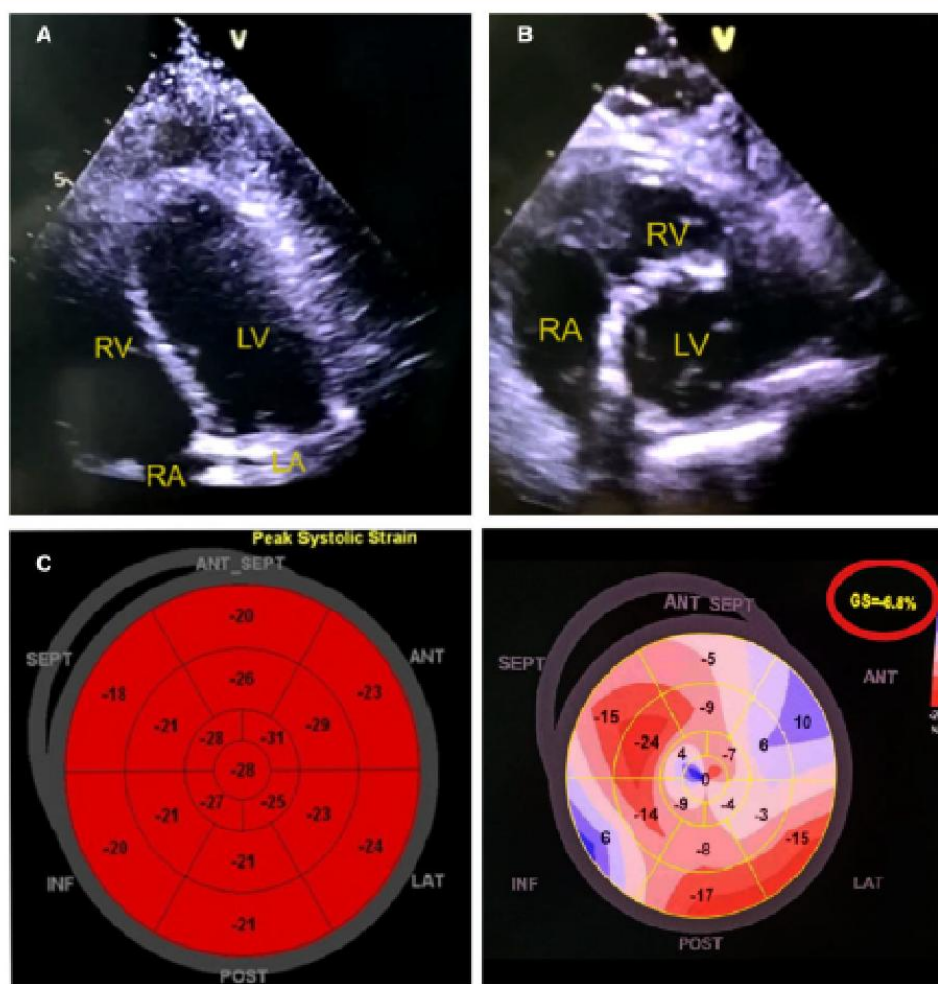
Типичные снимки трансторакальной эхокардиографии (выбранные из изображений кинопетли) от пациента с COVID-19. (А) Апикальный четырехкамерный вид, показывающий глобальное снижение сократимости левого желудочка, особенно в апикальном сегменте. Правый желудочек расширен и имеется пространство без эха, указывающее на перикардиальный экссудат. (В) Парастеральная короткая ось, показывающая заметно уменьшенное сокращение левого желудочка, увеличенный правый желудочек и пристеночный тромбоз выходного тракта правого желудочка. (С) Двумерная спекл-трекинг эхокардиография на основе технологии визуализации с отслеживанием спеклов (2D STE). Левый снимок
